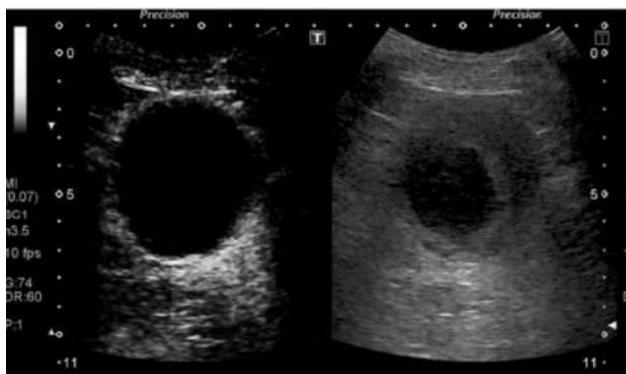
Киста с кровоизлиянием: в серошкальном режиме определяется сложная киста с экзогенным компонентом по периферии; при контрастно-усиленном УЗИ отмечается отсутствие кровотока в образовании, позволяя подтвердить диагноз геморрагической кисты
